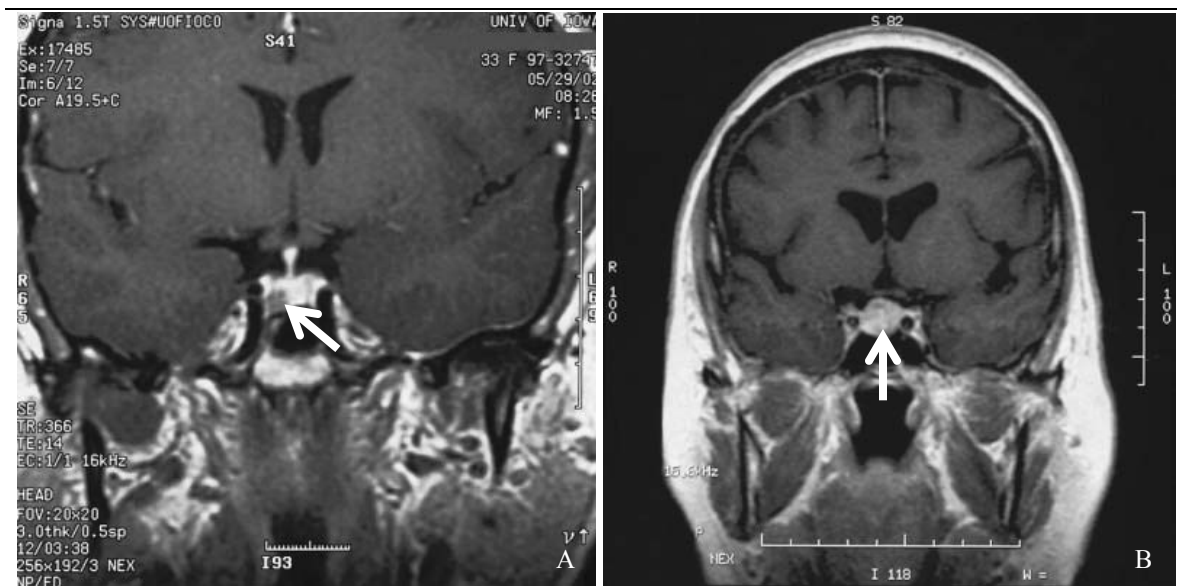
Magnetresonanztomographie (MRT) eines Mikroprolaktinoms (A) und Makroprolaktinoms (B) (17) Der weiße Pfeil deutet jeweils auf die Raumforderung
